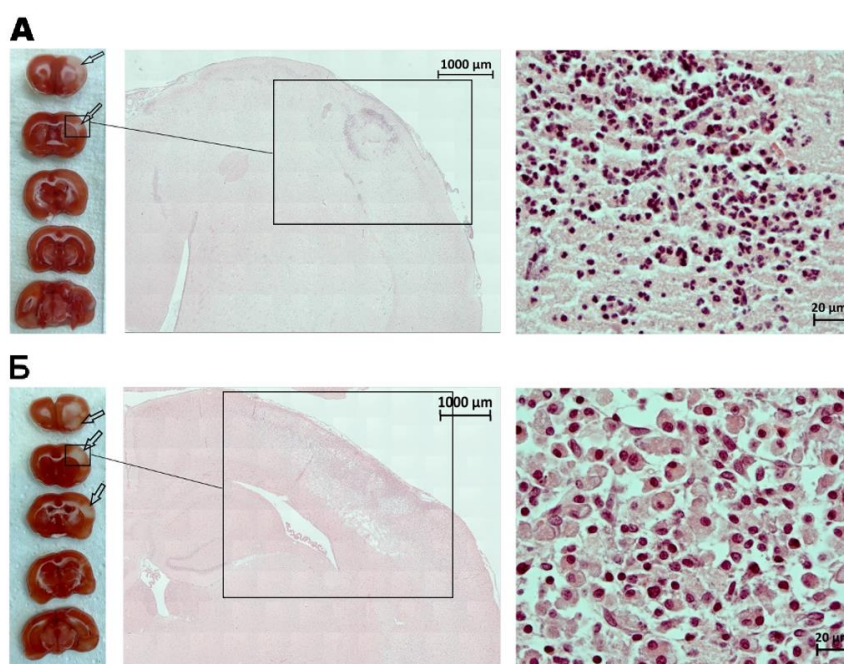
Морфологические изменения правого полушария головного мозга после инфузии воздуха во внутреннюю сонную артерию.
